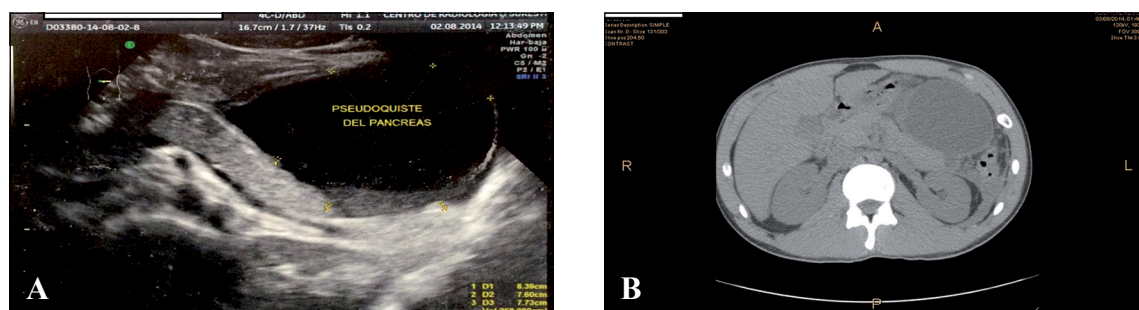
A) Ultrasonograma abdominal que muestra gran masa ovoidea y quística de bordes regulares en cola del páncreas; B) Tomografía axial computada abdominal que evidencia tumoración de contenido homogéneo y paredes regulares que rechaza estómago y pared abdominal izquierda.
